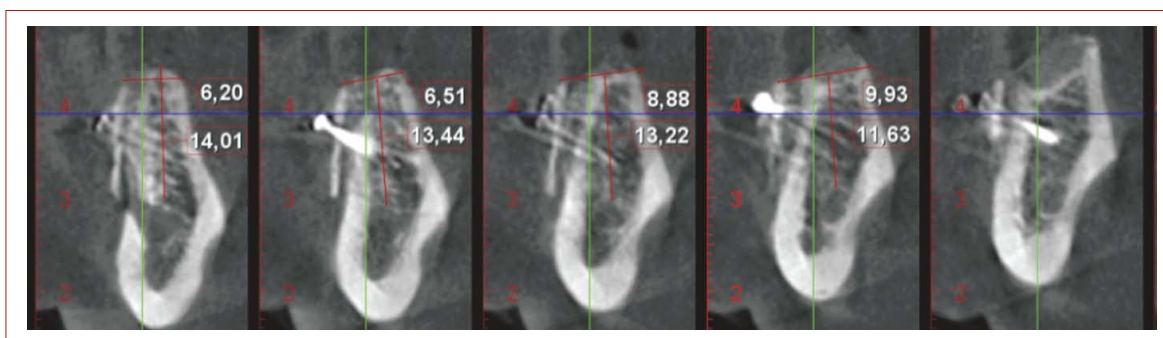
Серия КТ у пациента первой группы наблюдения в области от 3.6 до 3.7
